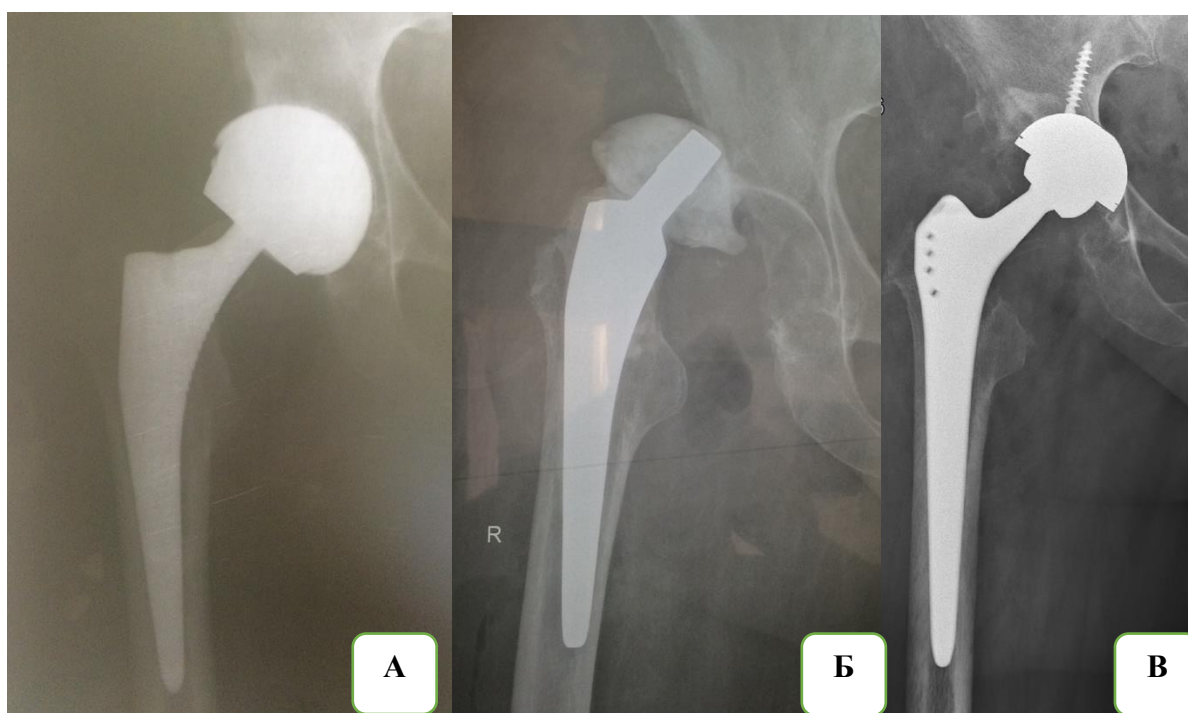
Рентгенограммы пациентки Н., 57 лет. А – состояние после первичного эндопротезирования тазобедренного сустава, нестабильность компонентов эндопротеза, Б – состояние после I этапа лечения, вывих самодельного цементного спейсера, В – состояние после II этапа лечения с установкой ревизионных компонентов эндопротеза
